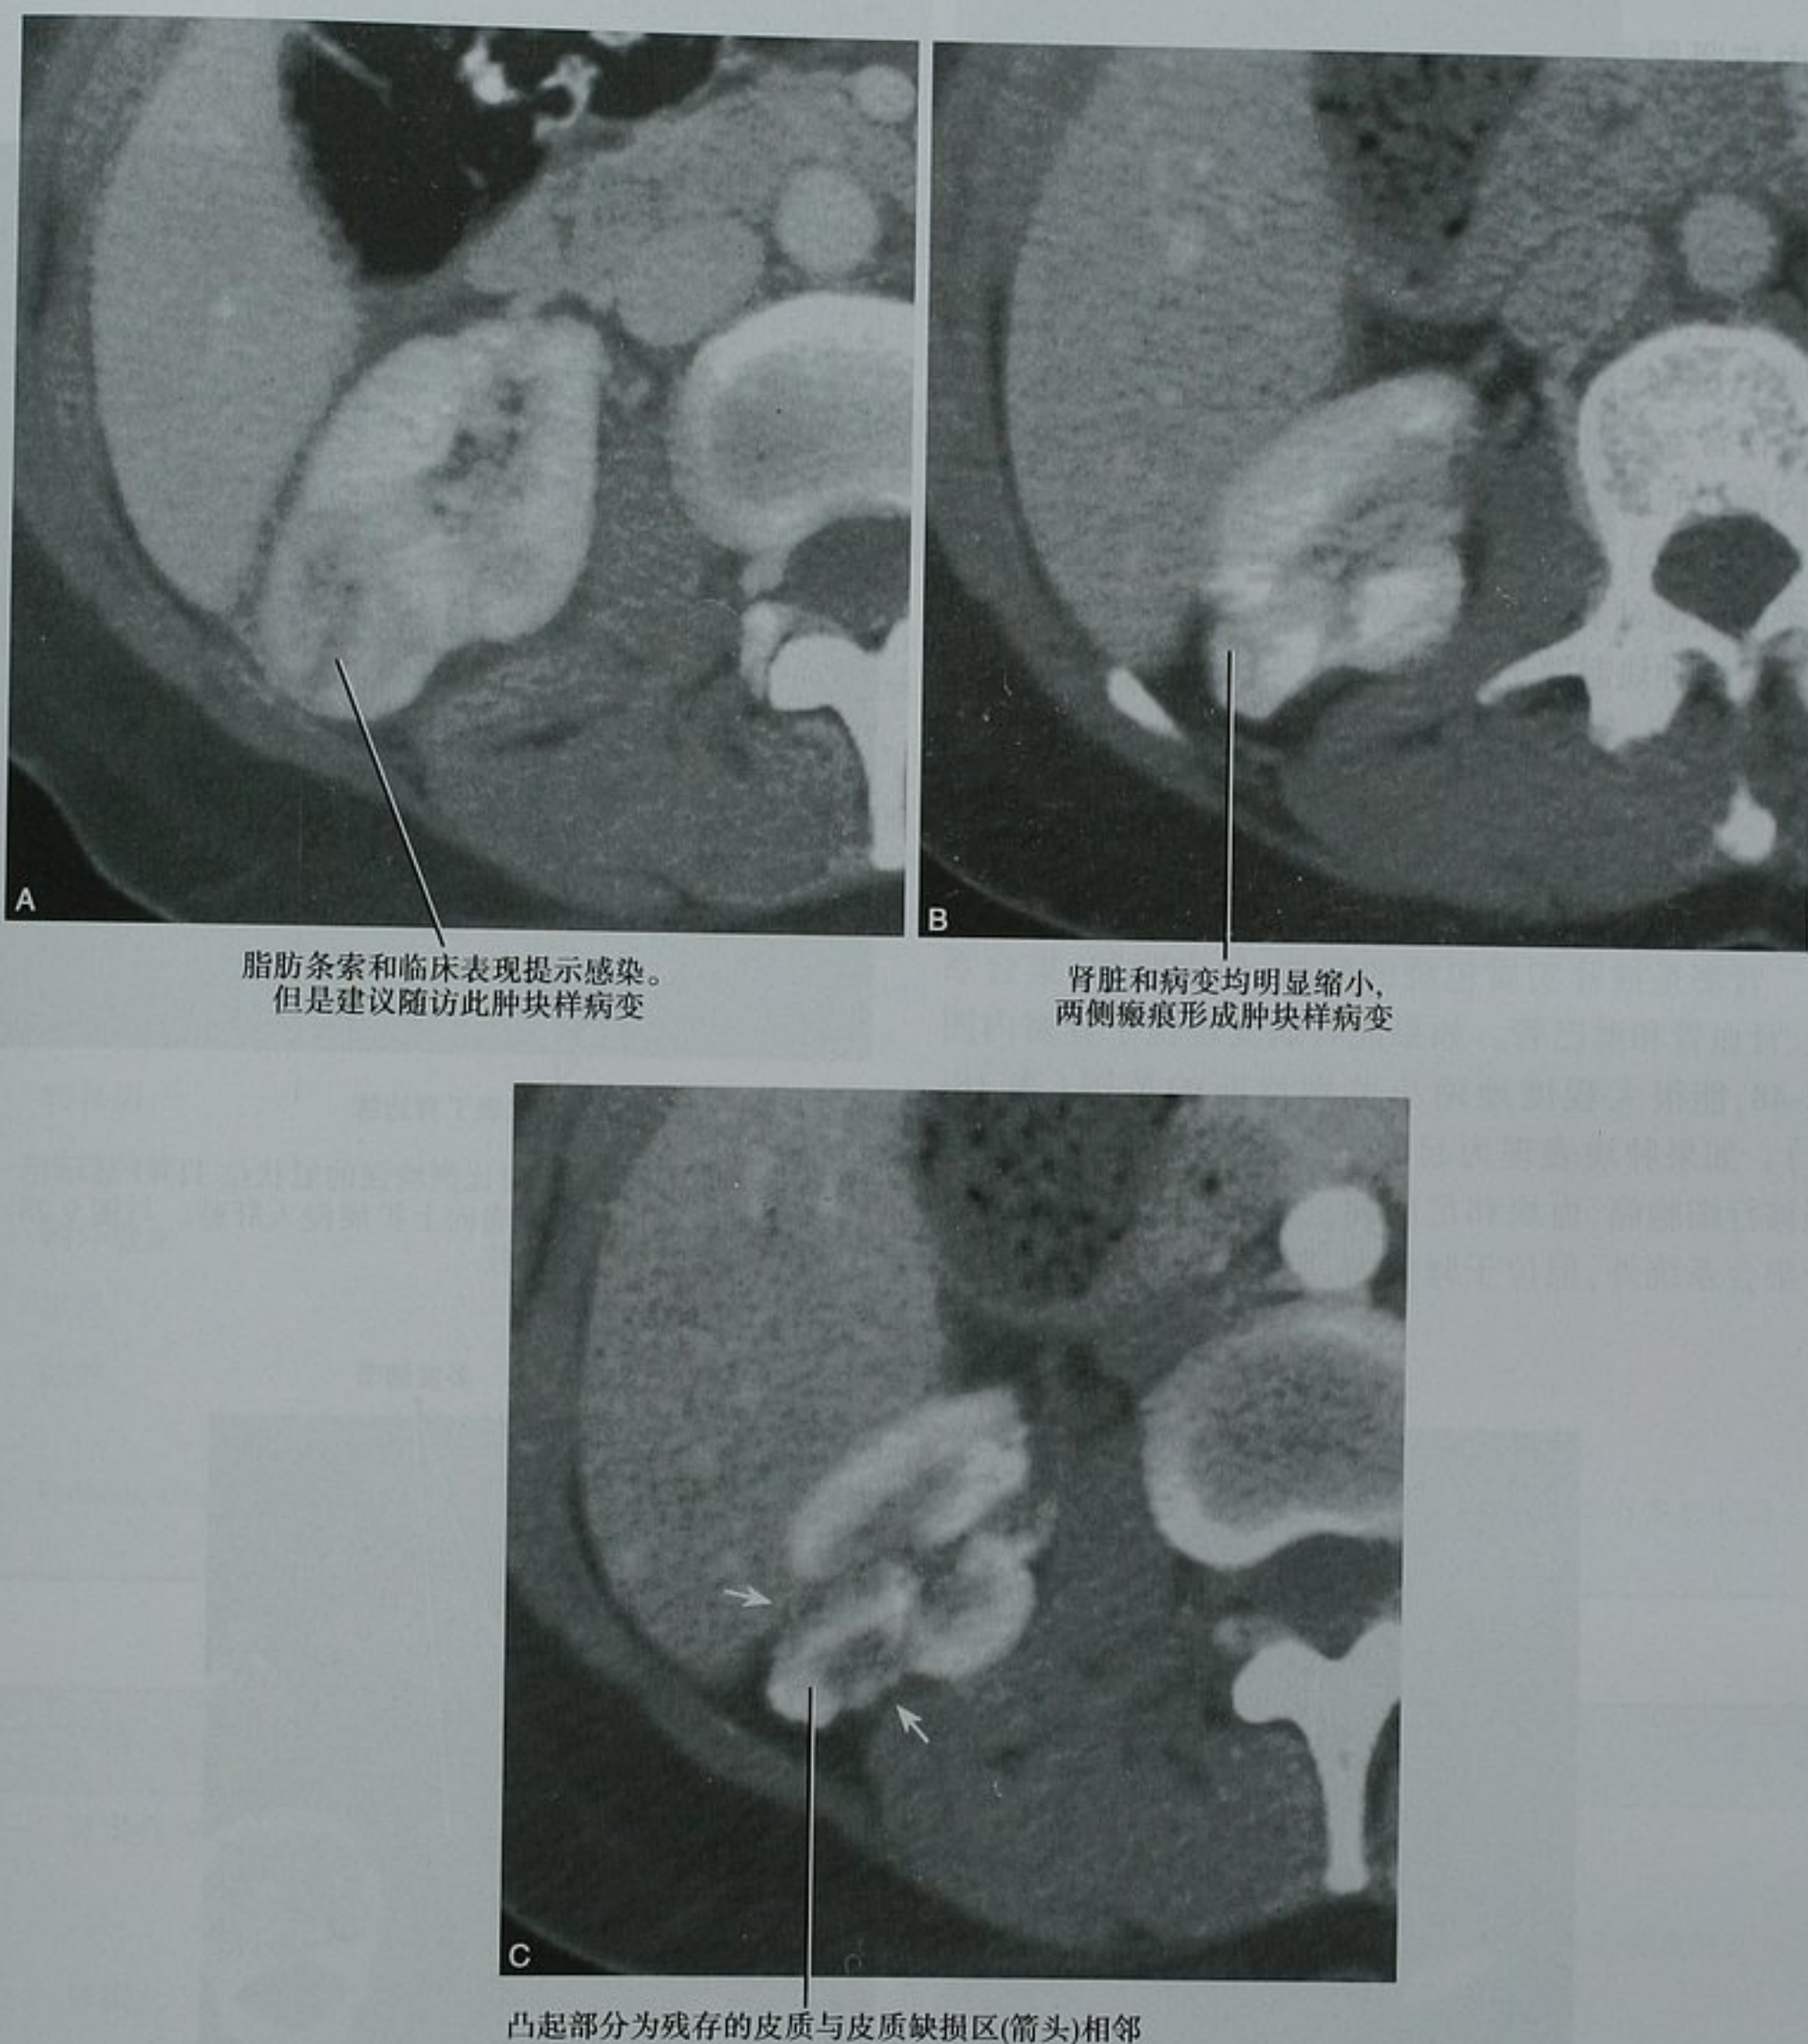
局灶性肾盂肾炎 CT 表现类似于肿块状突出的假性肿瘤。A. 该患者最初的临床症状为肾盂肾炎，增强 CT 横断位图像显示局灶性肿块样病灶突出于右肾；B. 6 周后随访，CT 横断位图像显示瘢痕形成。没有以前的病史和检查，在肾实质期瘢痕形成能被误诊为外生性肿块；C. 同一检查的 CT 皮髓质期横断位图像显示局灶性的皮质缺损（箭头），为瘢痕的特征性表现
